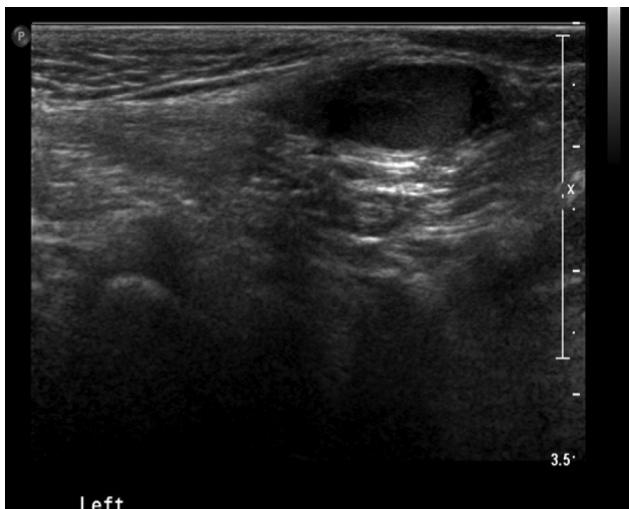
The testicular sonography of left empty scrotum. The testis is located in inguinal canal.
